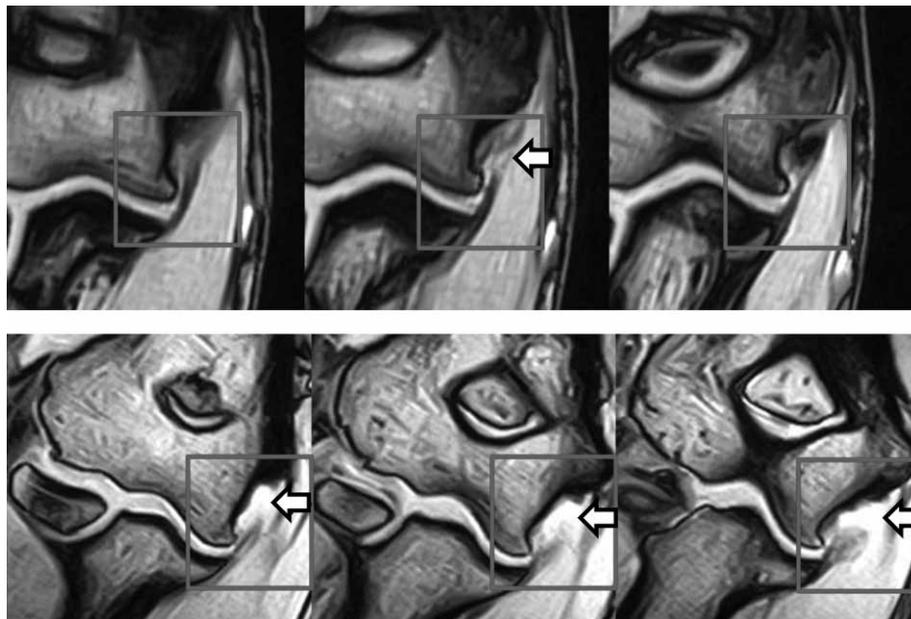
MRI評価によるUCL部分損傷(上段)と完全損傷(下段)
